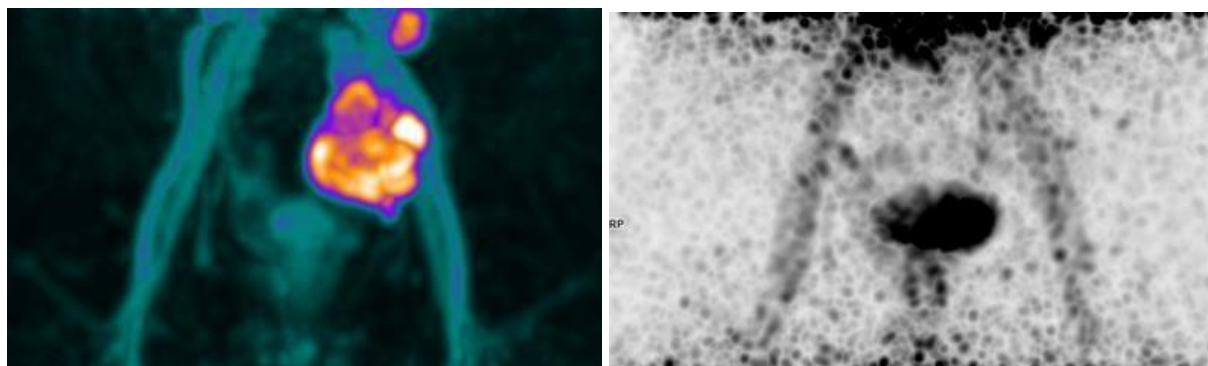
a. Corte coronal con escala de color del estudio basal, mostrando el conglomerado de adenopatías de la cadena iliaca (hasta 63 × 48 mm, SUL 50.0). Figura 3b. coronal en escala de grises del estudio de control correspondiente a la misma región pélvica, mostrando reducción del tamaño de la lesión residual a pesar del incremento del SUL local — hallazgo compatible con el fenómeno de flare de expresión de PSMA discutido en el texto.
